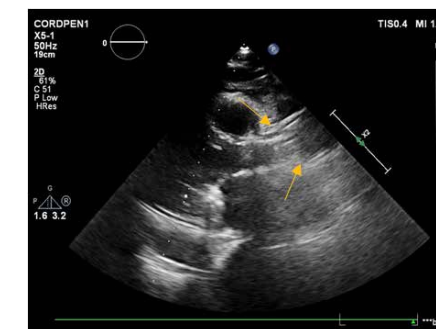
Ecografie transtoracică, secțiune parasternal ax lung – poziționarea corectă a stentului, grosime normală a cuspelelor
